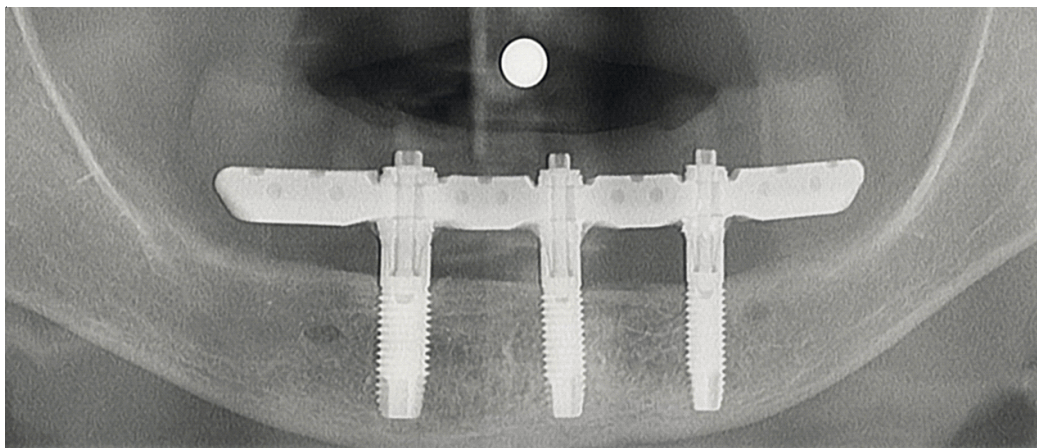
Ортопантомограмма пациента М-х, 76 лет, через 5 лет после имплантационного протезирования протяженной конструкцией с тремя искусственными опорами: здоровое состояние периимплантатных тканей
